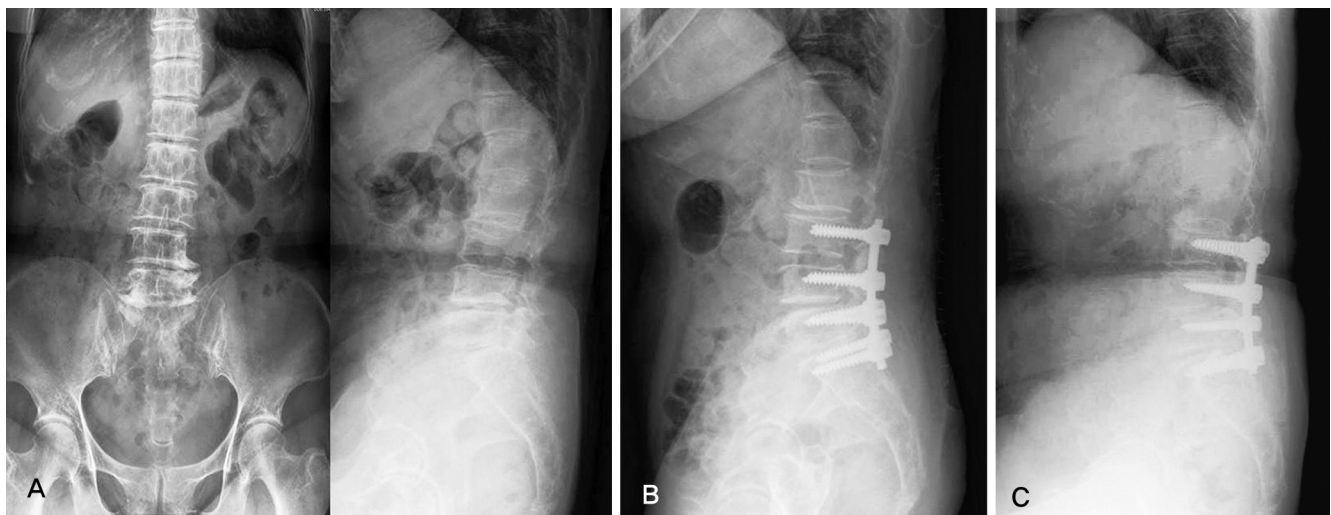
67-year-old patient with degenerative lumbar scoliosis and stenosis (A) Preoperative radiographs (B) Postoperative radiographs after decompression and posterolateral fusion on L3-S1. UIV-a was 15.2 degrees and LIV-b was 17.9 degrees in this radiographs (C) Last Follow-up radiographs 27 months after the surgery show degenerative changes and development of proximal adjacent segment disease (disc space narrow and sclerosis) at the L2-3 level.
